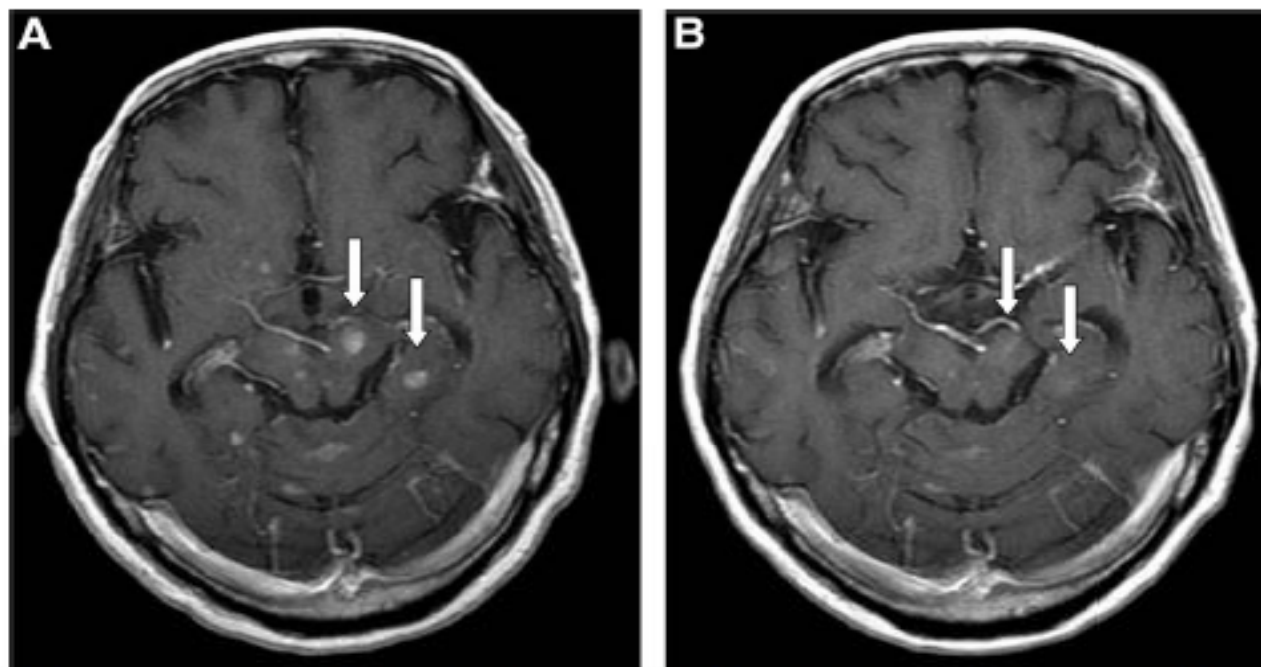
A, Brain MRI before the initiation of high-dose erlotinib. B, Brain MRI 2 months after the initiation of high-dose erlotinib. MRI, magnetic resonance imaging.
